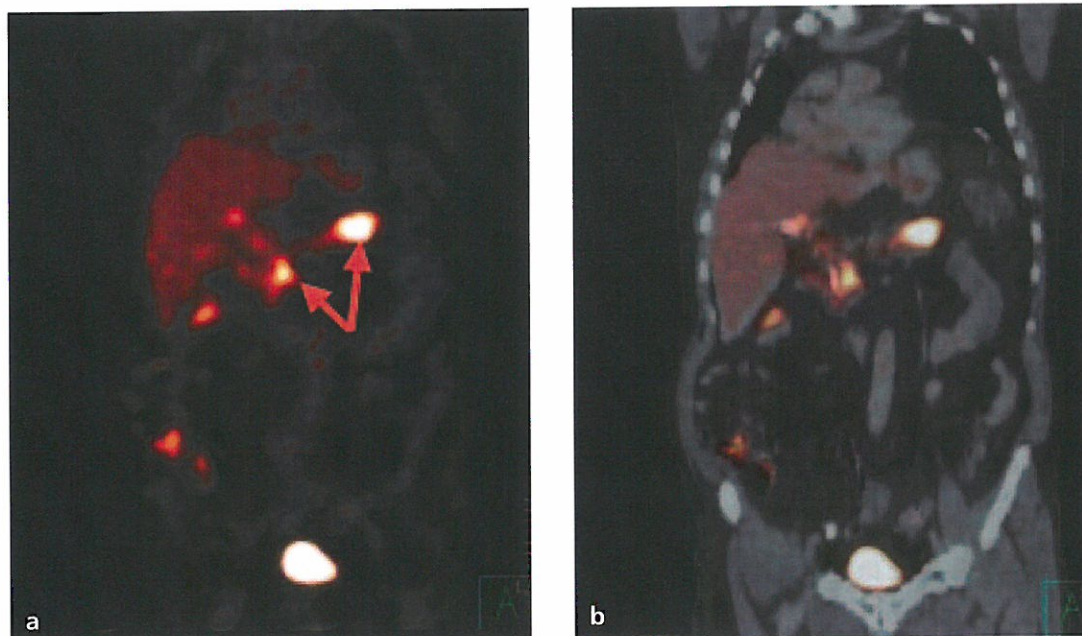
PET-scanner (même image que figure 3) : lésion hypermétabolique du pancréas qui est tuméfié (flèches).
